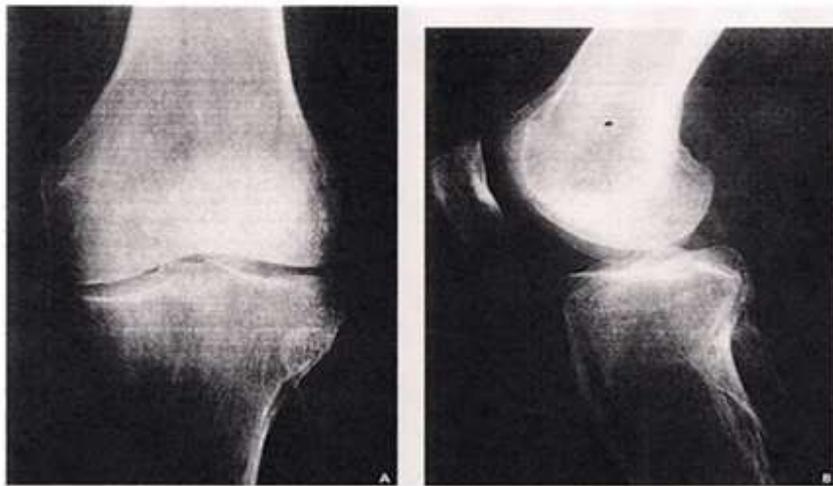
Las radiografías anteroposterior A y lateral B de la rodilla izquierda revelan una radiotransparencia aumentada en los huesos, adelgazamiento de las corticales y un patrón trabecular disperso. Tomado de Radiología ortopédica y radiología dental: una guía práctica.
